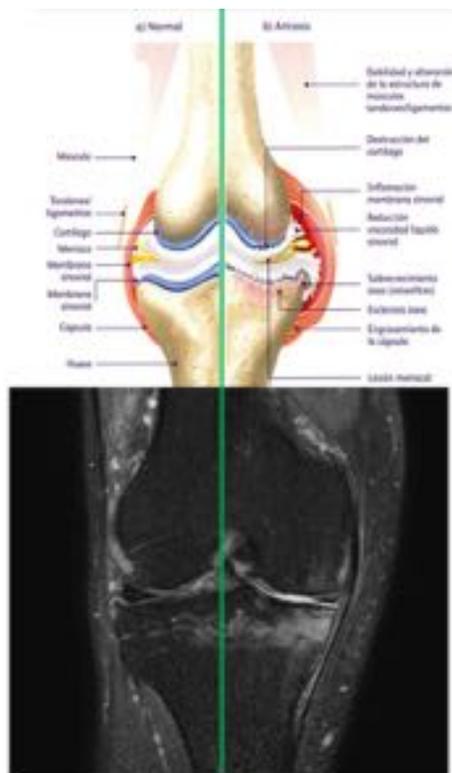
Signos de artrosis: daño cartilago articular, disminución del espacio articular, osteofitos, quistes subcondrales, edema de médula ósea. [correlación ilustración -laboratorio Fitzer- - RM].
